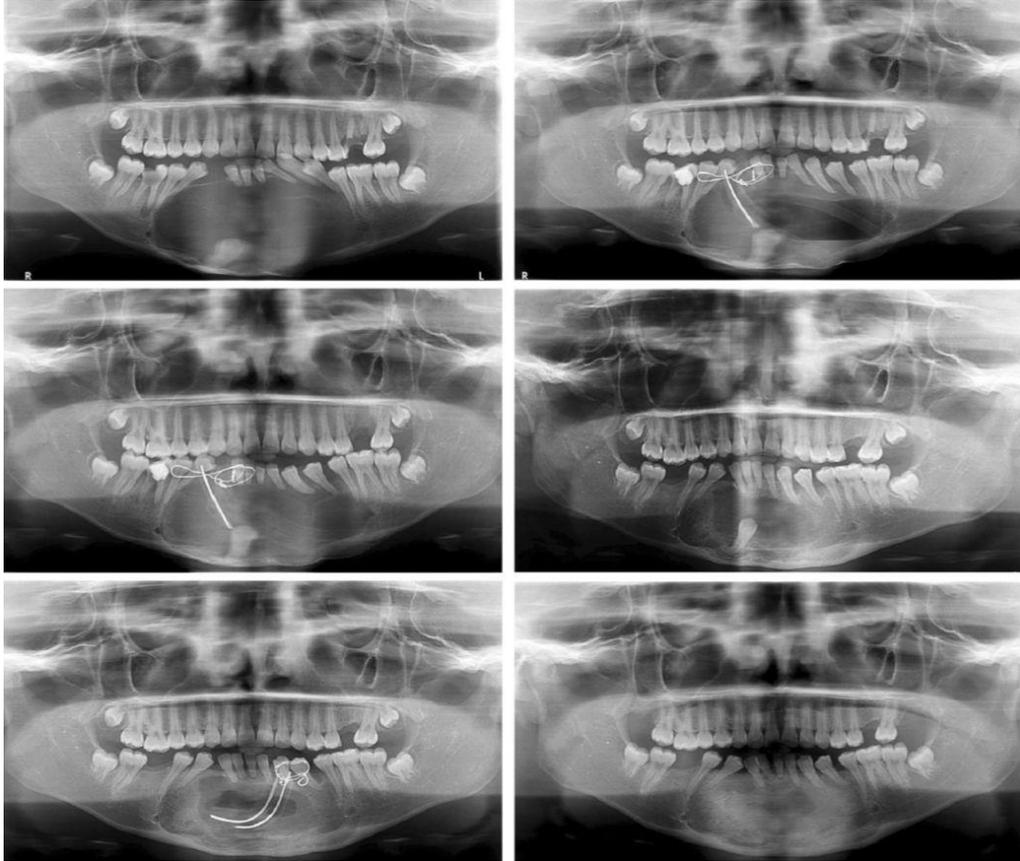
Muestra una lesión radiolúcida bien definida, que se extiende desde el segundo premolar inferior derecho, asociado a un canino inferior derecho impactado. Se observa una fractura patológica en el lado izquierdo de la sínfisis, demuestra osteogénesis con reducción de la cavidad quística, la formación ósea alrededor de los incisivos es evidente, el tubo de descompresión está en estrecha relación con el canino impactado, se observa una remodelación POP 3P ósea. radiografía POP 7 meses muestra el hueso basal curado gradualmente. Fuente: Moreno-Rodríguez P, Guerrero LM, Gómez-Delgado A, Castro-Núñez J. 2021 (50).
